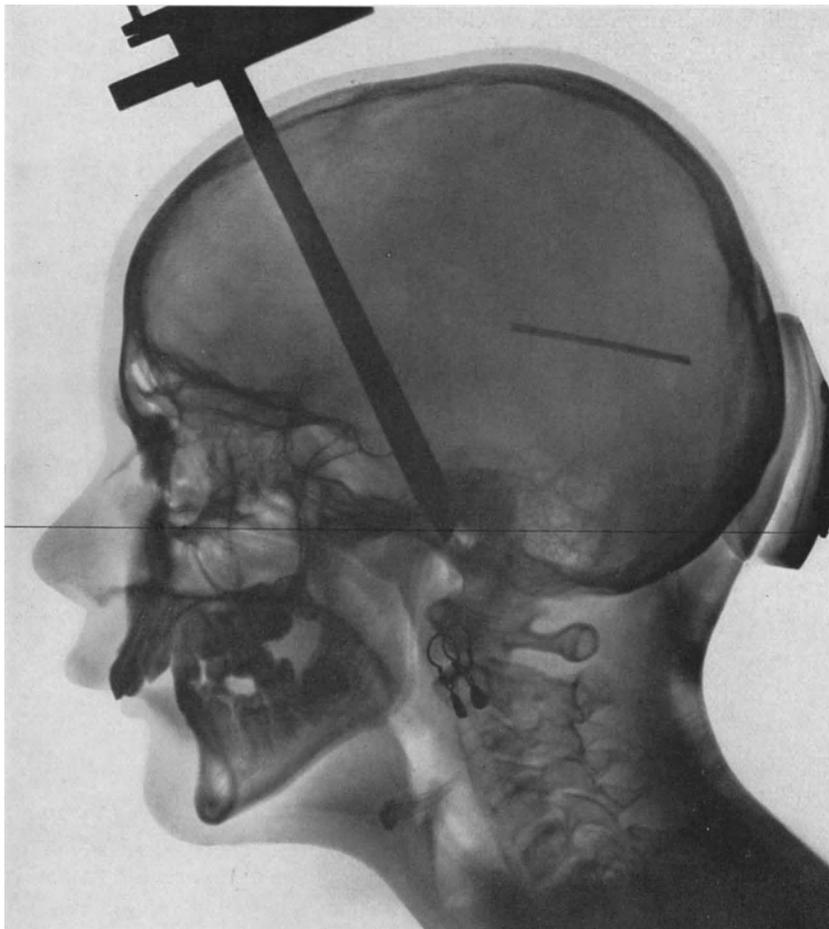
Fernröntgenaufnahme des Falles B. M.
